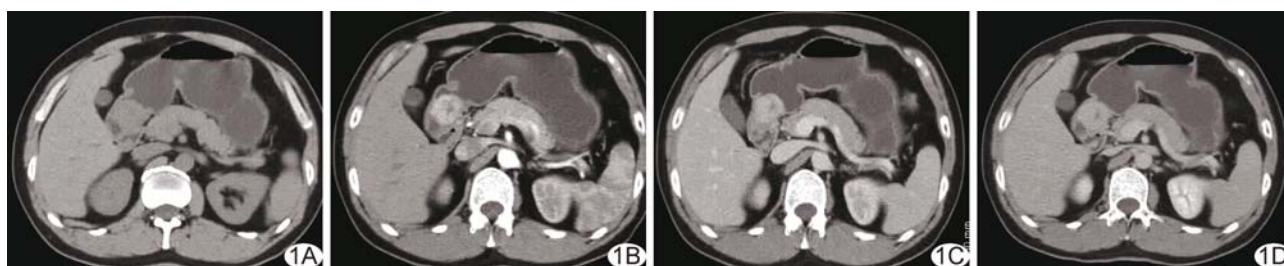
患者男, 53 岁, 病变位于胃窦小弯侧, 恶性 GT A. CT 平扫病灶为等密度; B. 增强扫描动脉期(延迟 30 s)病变周边呈不均匀强化改变, 中心可见斑片状变性区; C~D. 门静脉期(延迟 60 s)及平衡期(延迟 150 s)强化范围向中心填充
